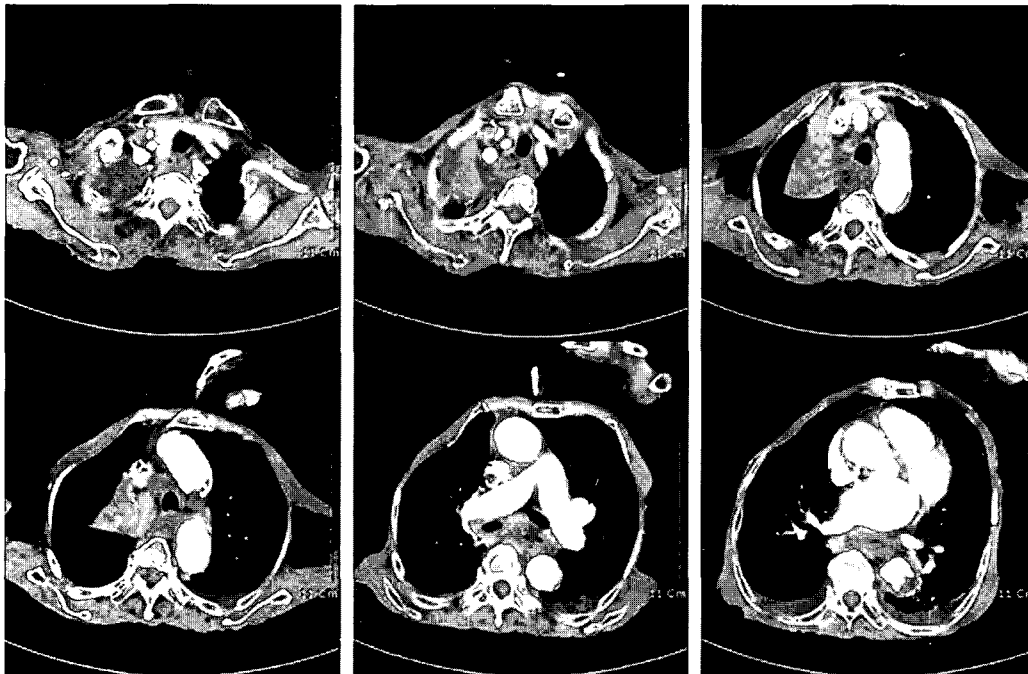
Contrast enhanced chest CT scan shows atelectasis of right upper lobe due to bronchial obstruction, bilateral pleural effusion and diffuse esophagitis.
